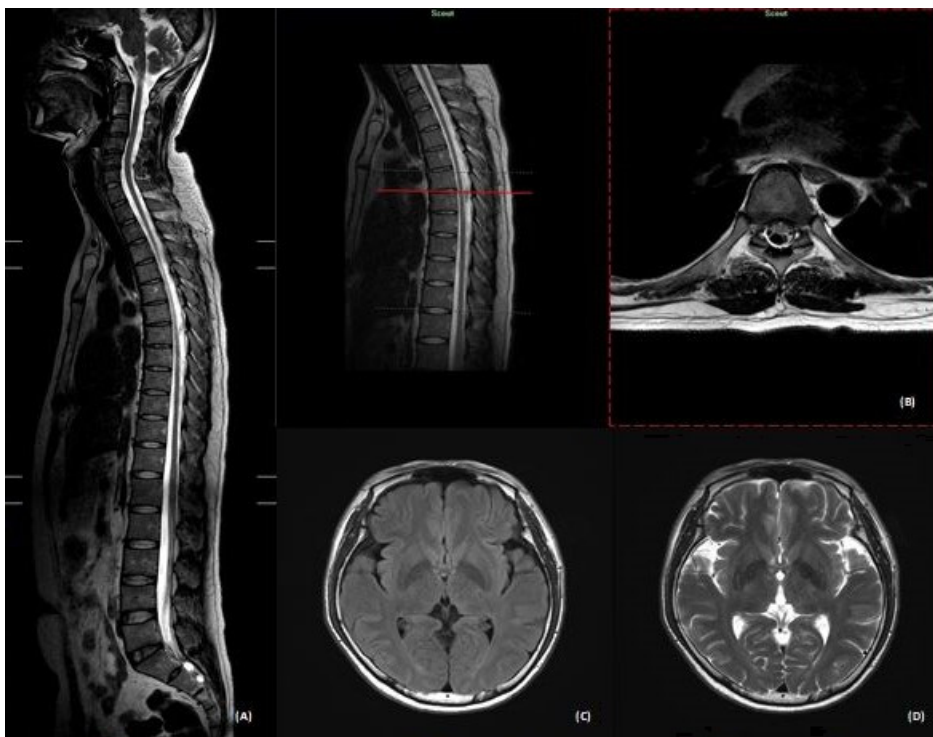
The patient's (A) whole spine MRI (March 6, 2020). (B) T-spine MRI Sag & TRA (March 6, 2020). (C) Brain MRI T2 FLAIR (March 10, 2020). (D) Brain MRI T2 TSE (March 10, 2020). MRI: magnetic resonance imaging, Sag: sagittal, TRA: transverse, FLAIR: fluid attenuated inversion recovery, TSE: turbo spin echo.
